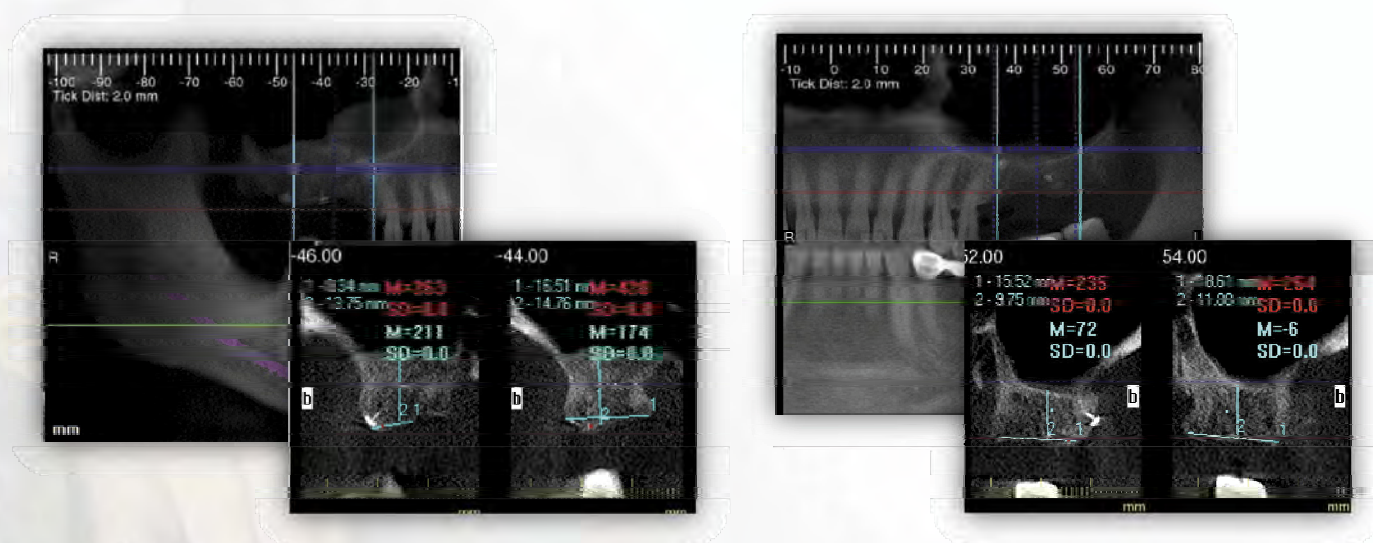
CBCT a sei mesi a) Seno sinistro; b) Altezza ossea media - 14.25mm c) Seno sinistro; d) Altezza ossea media- 10.35mm
